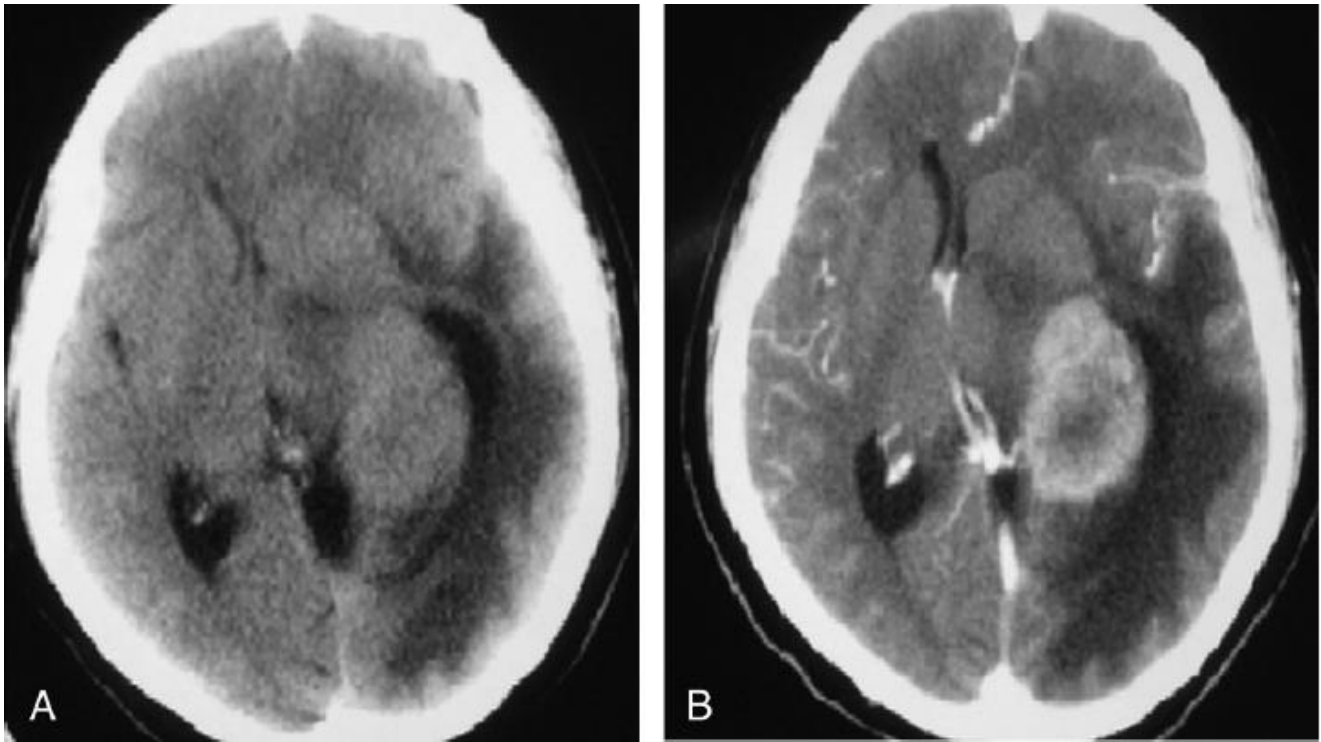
TDM cérébrale chez une femme de 51 ans [41].
